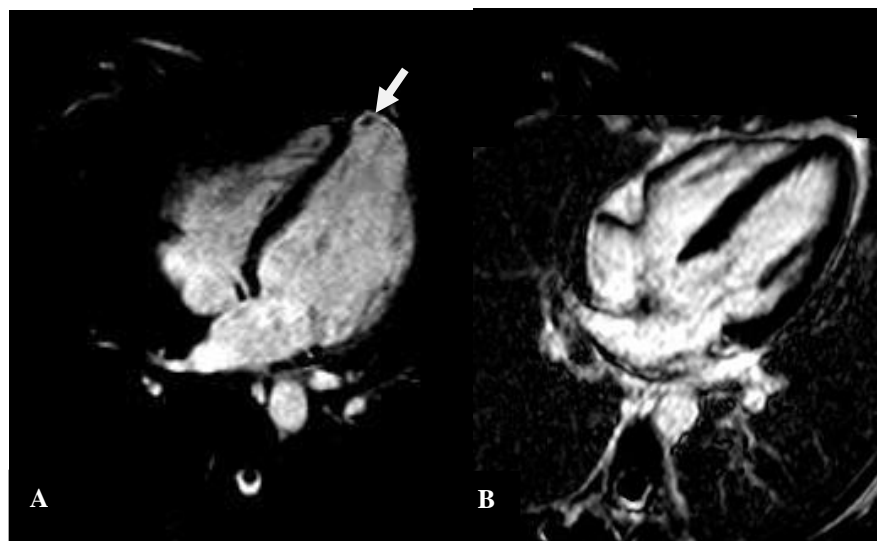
Ressonância Magnética Cardíaca, em corte longitudinal (eixo longo) de quatro câmaras. (A) Aneurisma apical com trombo intracavitário (seta) em paciente com sorologia positiva para doença de Chagas. (B) Exame normal, com contorno e espessura da musculatura apical preservada.
